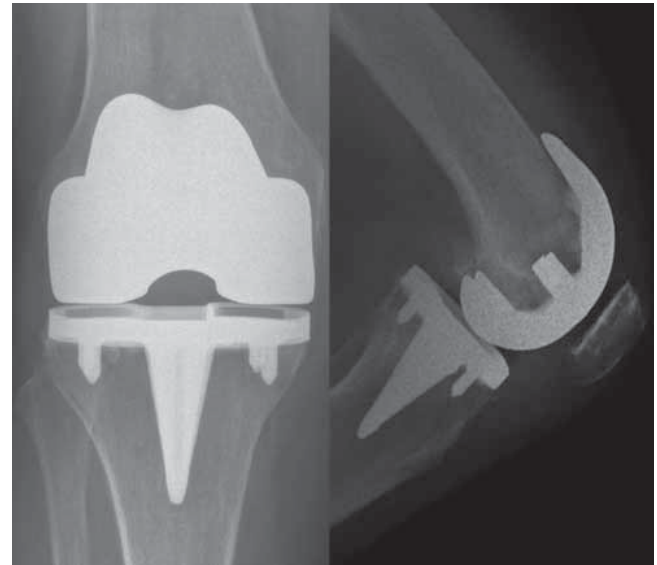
Imágenes de radiografías a los 8 años donde no se observan datos de aflojamiento.
